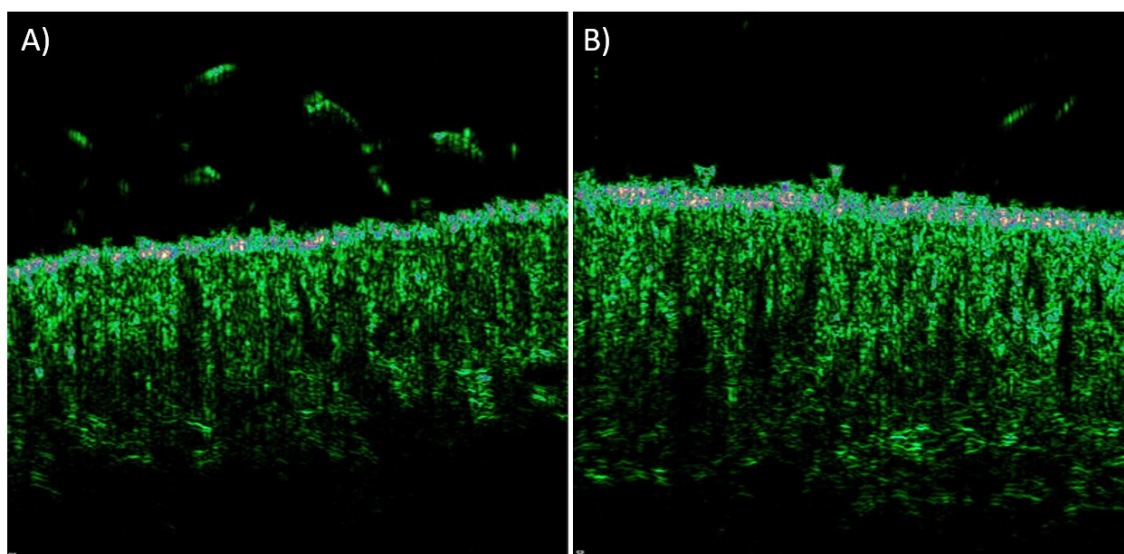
A) Imagen de la parte lateral izquierda de la cara de la voluntaria ZF017 obtenida con ultrasonidos de alta frecuencia de la densidad ecogénica dérmica antes de ser tratada con GH (sérum y crema). B) Imagen de la parte lateral izquierda de la cara de la voluntaria ZF017 obtenida con ultrasonidos de alta frecuencia de la densidad ecogénica dérmica después de ser tratada GH (sérum y crema) durante 28 días.
